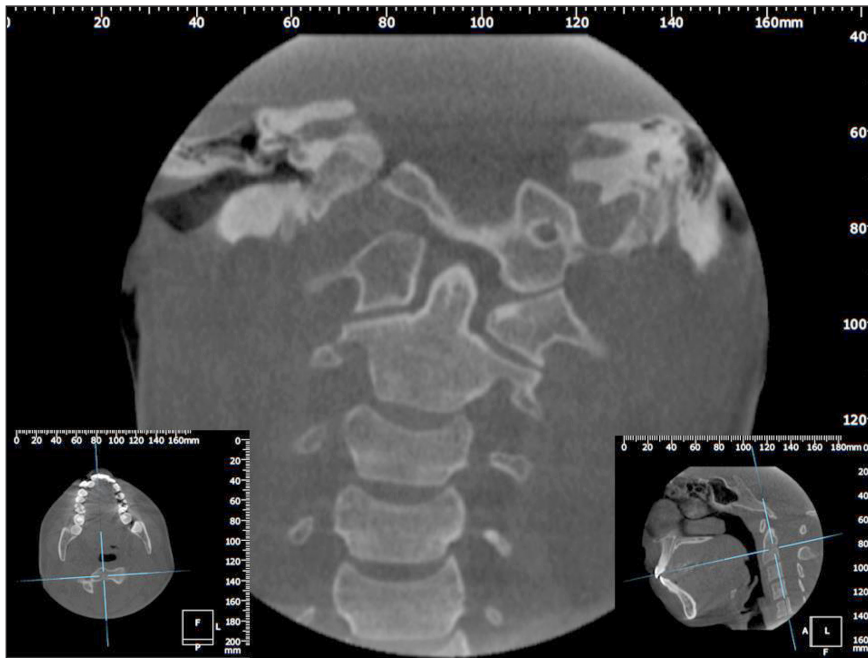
Examen de tomografía computarizada de haz cónico, corte coronal: se observa una inclinación de atlas y axis hacia el lado izquierdo, y una disminución de la estructura ósea a nivel de cóndilo occipital derecho. La columna cervical compensa esta alteración anatómica con una escoliosis cervical de convexidad derecha.
